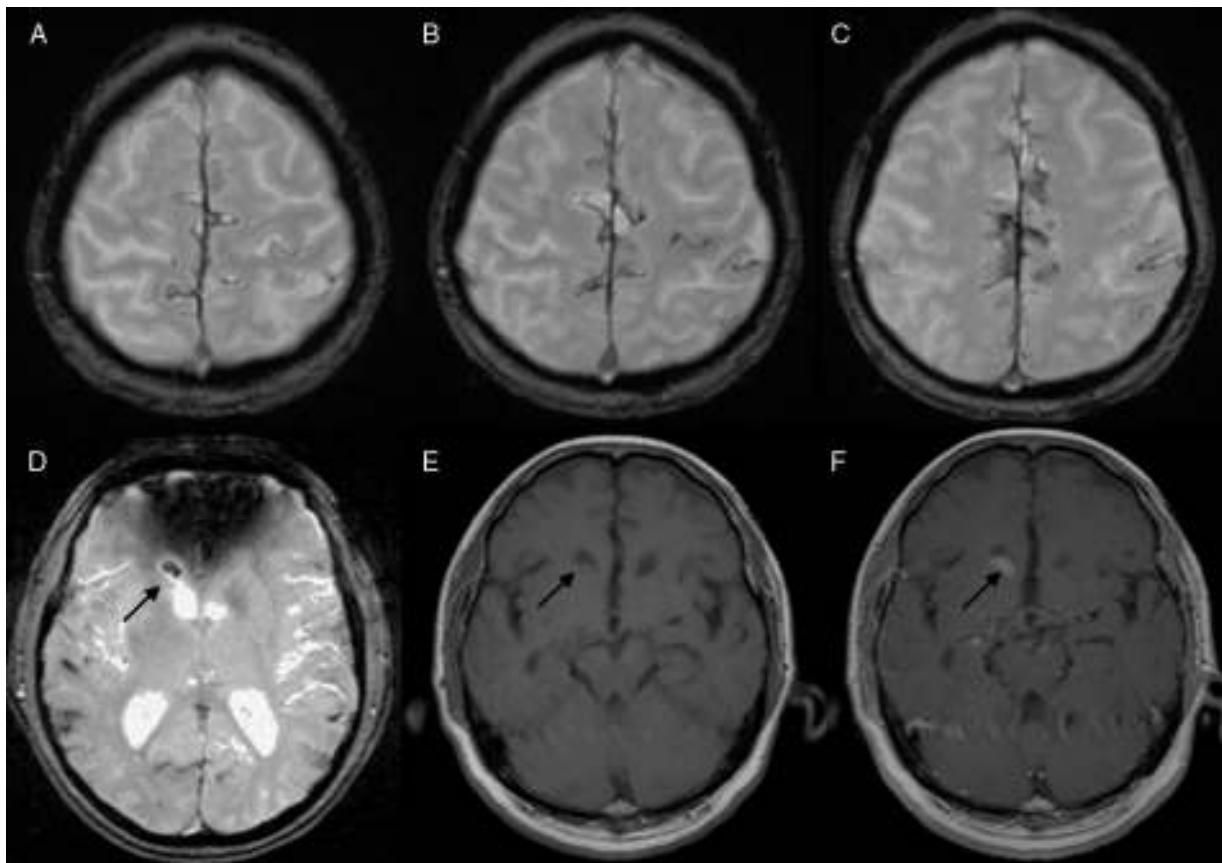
A-C) Cortes axiales de RM de la secuencia de eco de gradiente potenciada en T2, que muestran la presencia de múltiples imágenes lineales hipointensas características de meningesiderosis sobre la superficie de los hemisferios cerebrales. D) Corte axial de la misma secuencia, que demuestra la presencia de una lesión nodular en el asta frontal derecha, con área hipointensa correspondiente a un foco de sangrado. E) Corte axial de RM potenciada en T1, donde la lesión intraventricular aparece isointensa. F) Corte axial de RM potenciada en T1 tras la administración de gadolinio intravenoso, con realce homogéneo de la lesión intraventricular.
